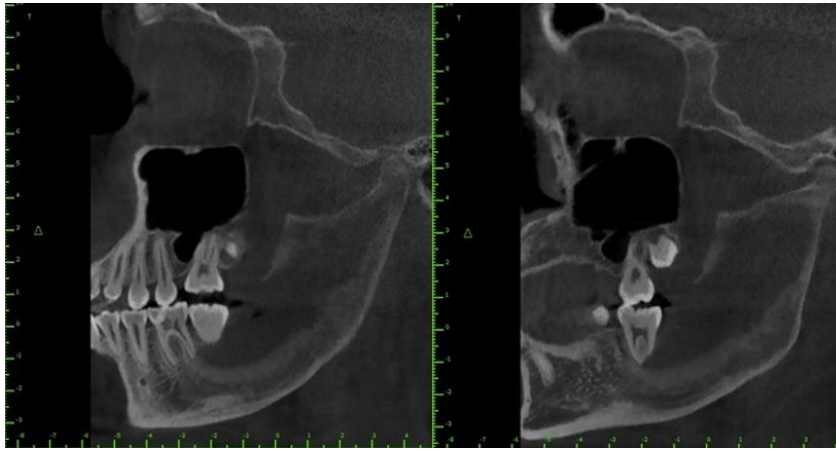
Tomografía de control. Corte sagital. Fuente propia.
